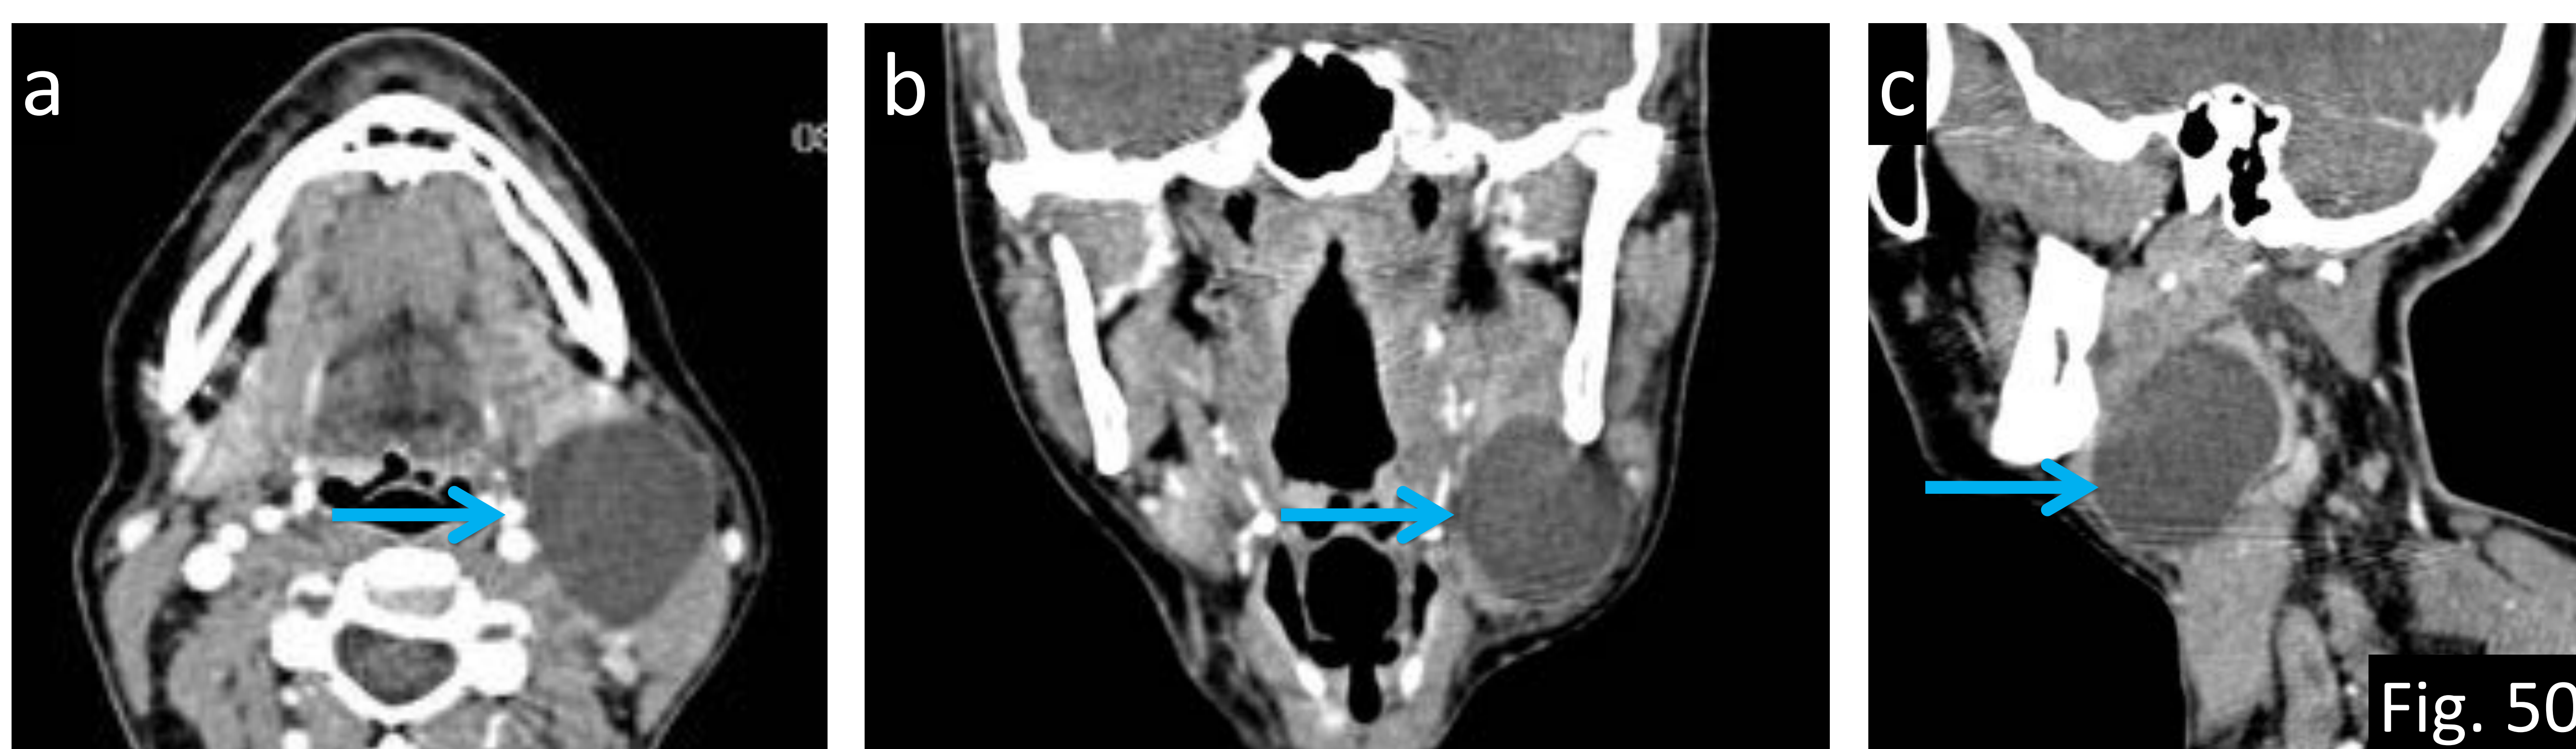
Quiste del segundo arco branquial en paciente de 30 años. a) TC axial, b) TC coronal y c) TC sagital con CIV: se identifica lesión quística cervical izquierda (flechas) que está localizada lateral a la carótida, debajo de la glándula submandibular y en el margen anterior del músculo esternocleidomastoideo.
